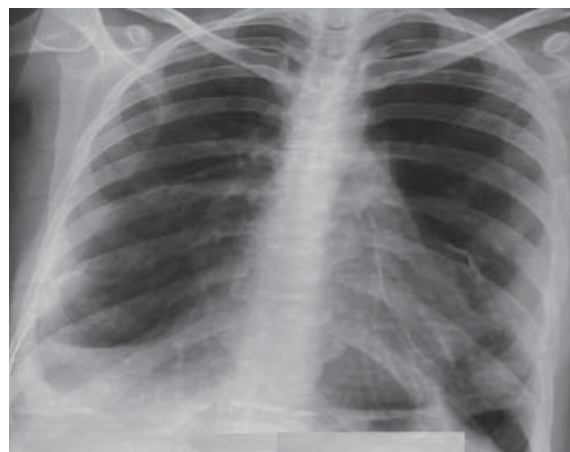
Рентген-контроль ОГП після видалення дренажів через один місяць
